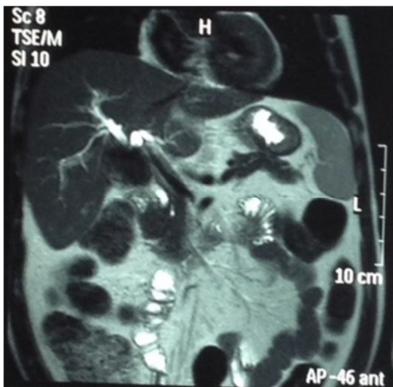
Colangiressonância magnética demonstrando imagem compatível com cálculo causando acentuada dilatação à montante das vias biliares intra-hepáticas.
